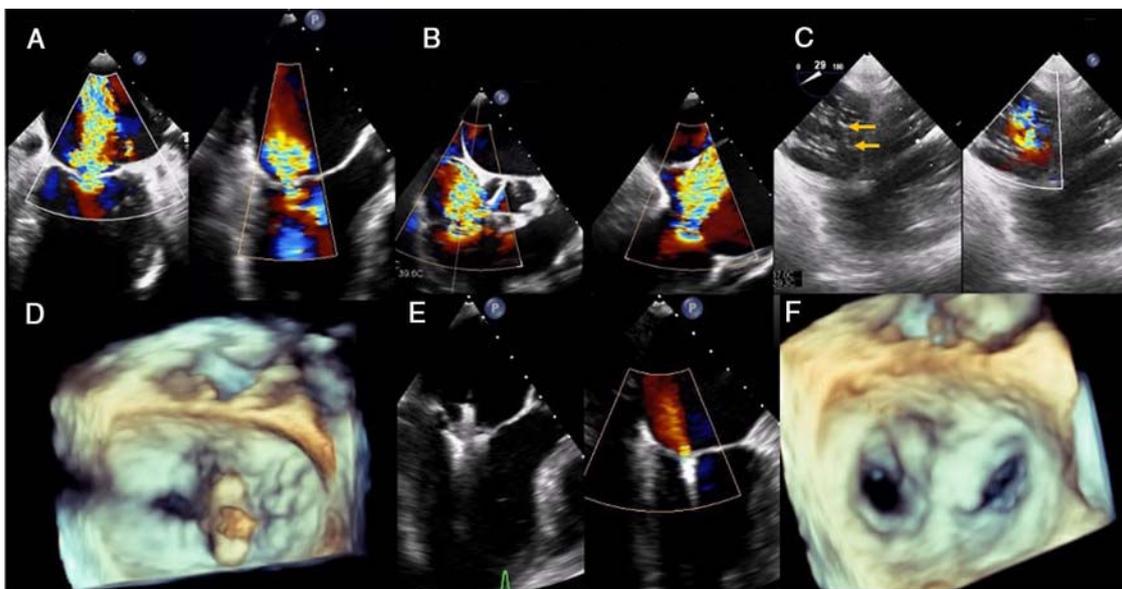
A: ETE de la insuficiencia mitral grave. B: ETE del plano medioesofágico de la insuficiencia tricuspídea torrencial. C: ETE con brechas a lo largo de la línea que une la comisura anteroseptal con la posteroseptal (flechas). D: ETE 3 D con clip sobre la válvula mitral. E: ETE con inserción de velos en el clip y resultado. F: ETE 3 D del resultado final del clip mitral. ETE: ecocardiograma transesofágico. Esta figura se muestra a todo color solo en la versión electrónica del artículo.
